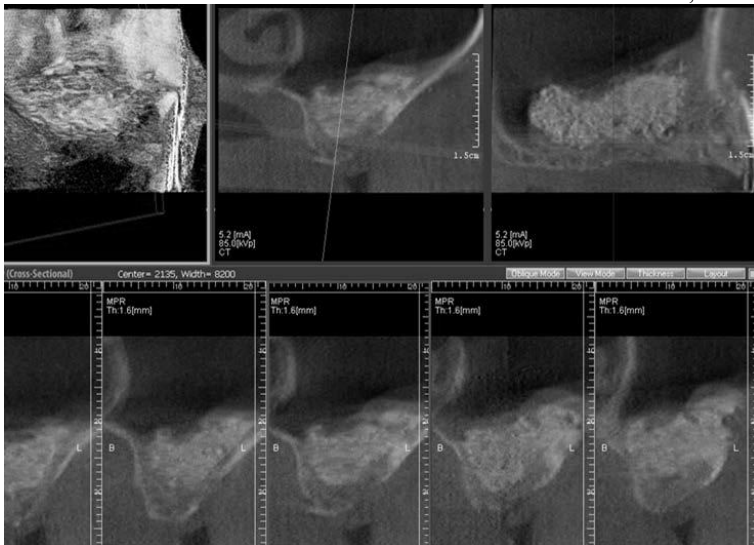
Комп'ютерна томографія дозволяє виміряти обсяг альвеолярного гребеня після аугментації в трьох площинах (3D)
